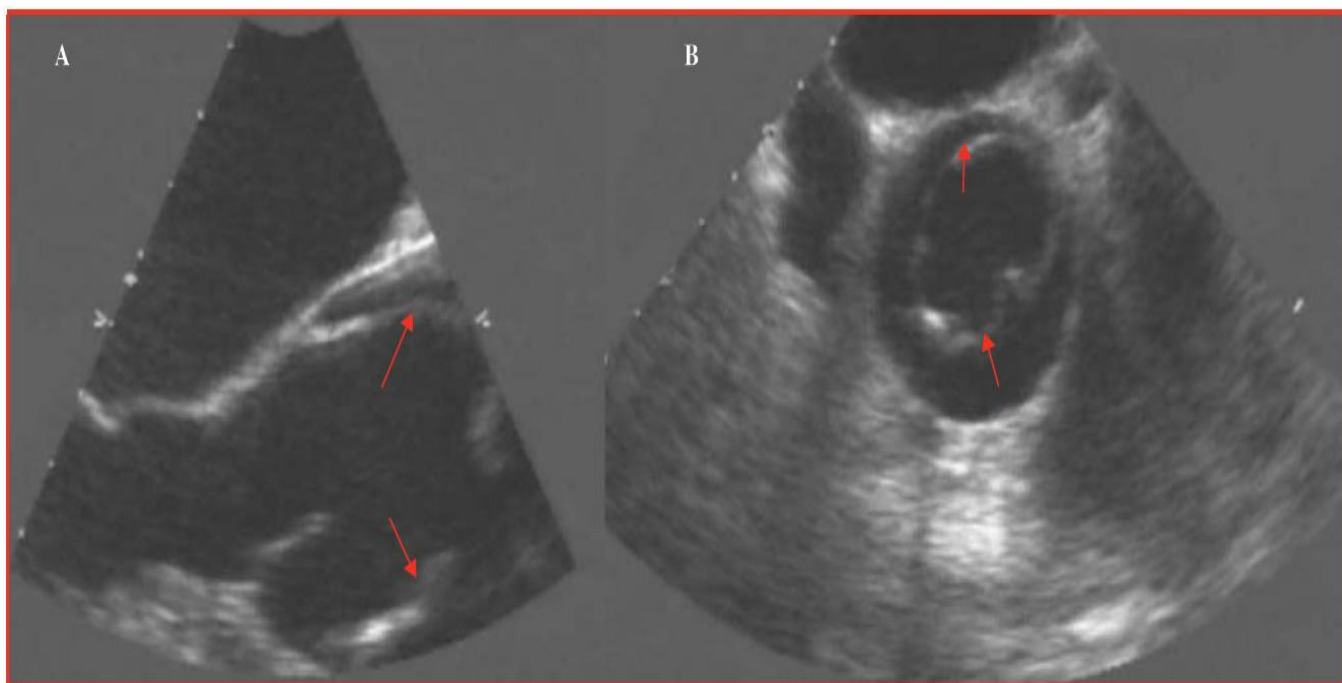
Coupe en échographie transoesophagienne d'une dissection aortique de type A [78].
